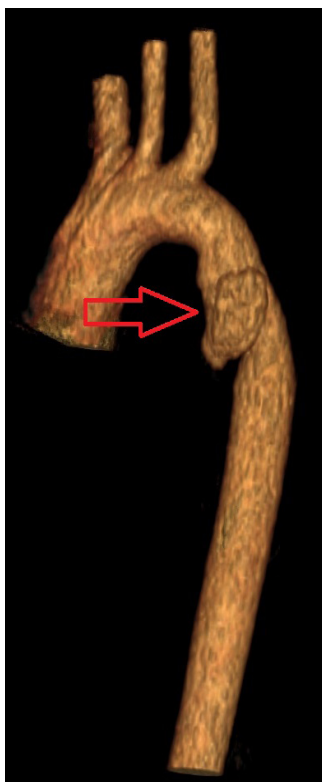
Мультиспиральная компьютерная томограмма при поступлении (3D-реконструкция). Стрелкой указана псевдоаневризма
